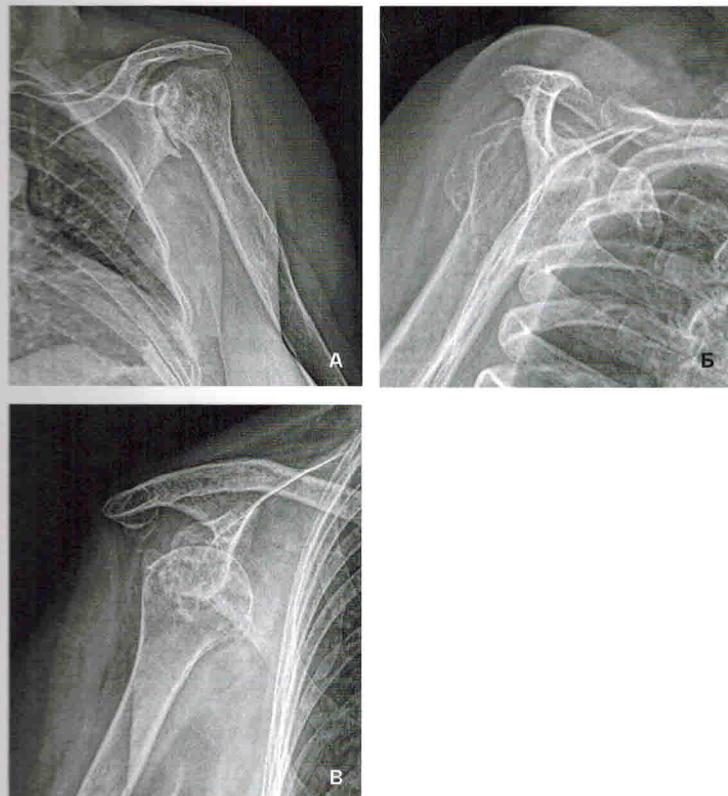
А–В. А – рентгенограмма плечевого сустава в прямой проекции, в нейтральной ротации плеча, грубая деформация плечевого сустава, IV стадия деформирующего артроза, нарушение контуров суставной поверхности ГПК и суставной впадины лопатки, проксимальная миграция ГПК, резкое сужение акромиально-плечевого промежутка, абразивная деформация акромиального отростка в субакромиальном пространстве, остеофиты на нижнем полюсе гленоида. Грубый субхондральный склероз, резкое сужение и деформация суставной щели; Б – рентгенограмма в проекции лопаточного выхода, деформация контуров и структуры ГПК, ее проксимальная миграция; В – застарелый подключичный вывих правого плеча
